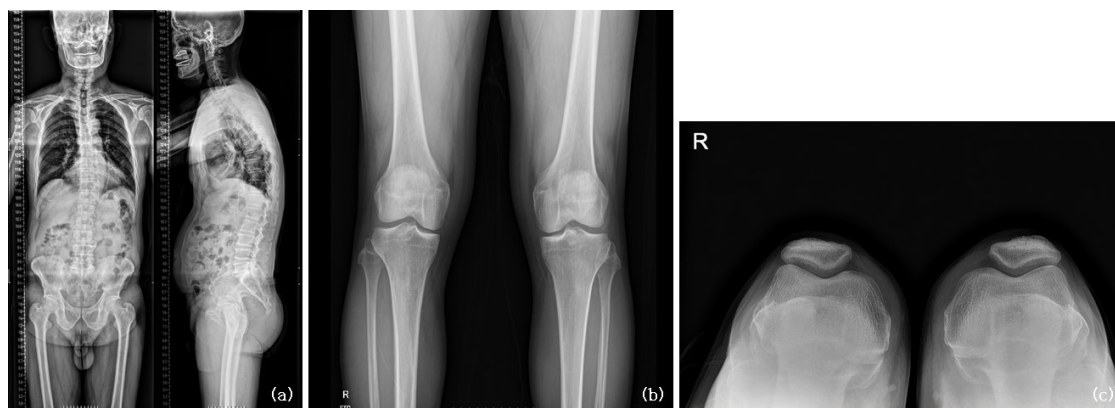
X-ray images of patient. entire spine (a), knee joint (b), patella (c).
